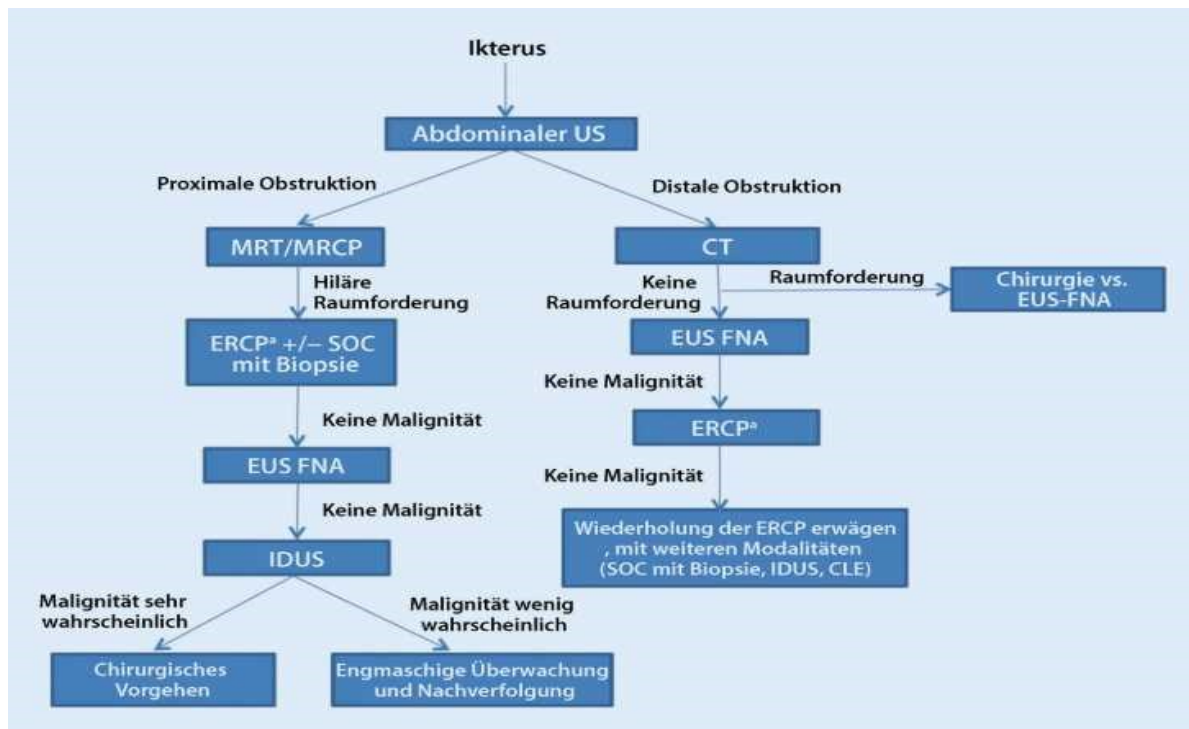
Möglicher Algorithmus zur Differenzierung biliärer Strikturen. a) Zusätzlich Bürstenabstrich, fluoroskopische Biopsie, Nadelaspiration, Flüssigkeitsaspiration. CLE: Konfokale Laserendomikroskopie, CT: Computertomografie, ERCp: endoskopische retrograde Pankreatikografie, EUS-FNA: endoskopischer Ultraschall mit Feinnadelaspiration, FISH: Fluoreszenz-in-situ-Hybridisierung, IDUS: intraduktaler Ultraschall, MRCP: Magnetresonanzcholangiopankreatikografie, MRT: Magnetresonanztomografie, SOC: Single-operator-Cholangioskopie, US: Ultraschall (Zender und Malek 2016)
